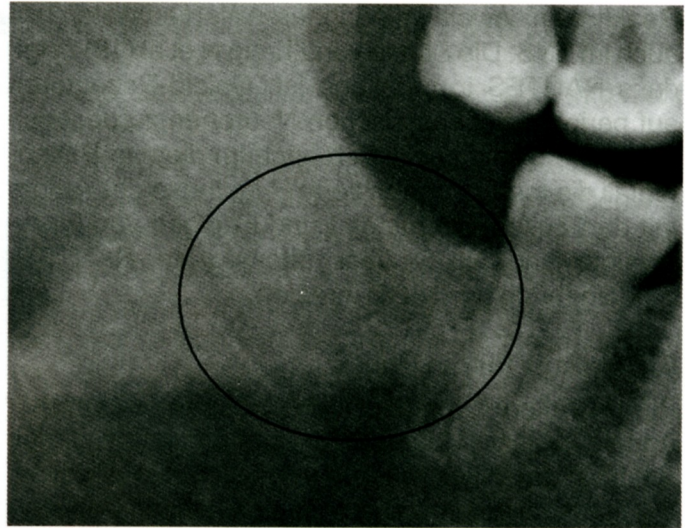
Röntgenbild des rechten unteren Weisheitszahngebietes regio 48/49 mit „Ausschluss eines Fokus“ (Kommentar eines Vorbehandlers)
